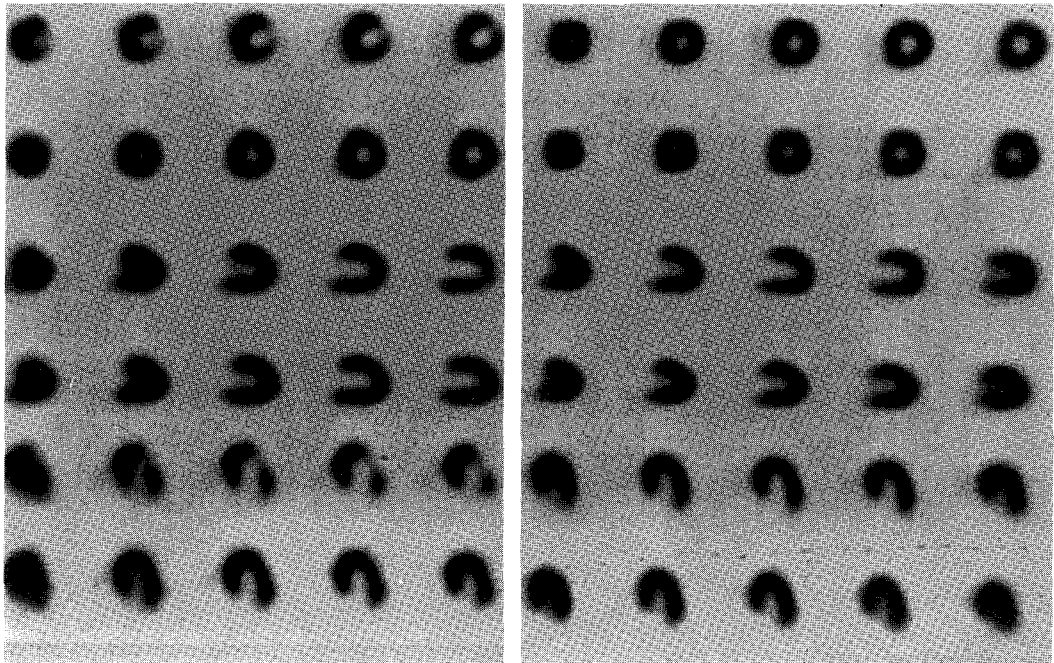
Tl-201 single photon emission computed tomography (SPECT) following pharmacologic stress using disodium adenosine triphosphate (ATP) demonstrates reversible defect at lateral segment (left). Coronary angiography depicted 80% stenosis of the left circumflex artery where stenting procedure was performed. A follow-up myocardial Tl-201 SPECT using ATP (right) revealed normal myocardial perfusion.
